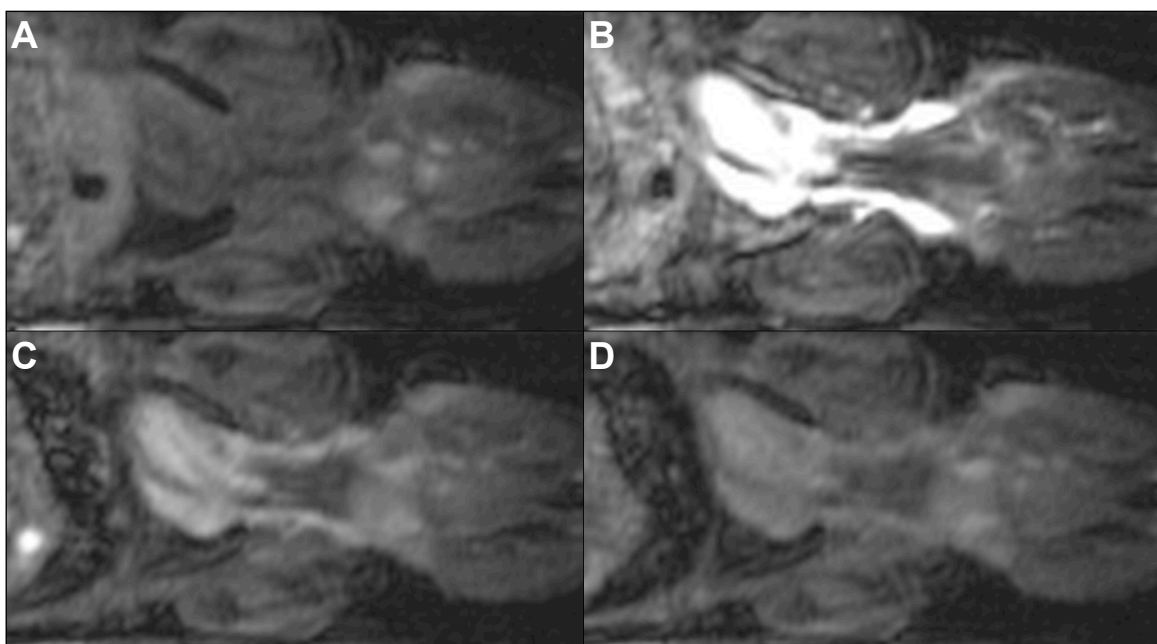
MRT-Bildgebung des Herzens einer Maus nach Injektion von AnxA5-VSOP. Coronale Schichtorientierung zu vier verschiedenen Zeitpunkten (exemplarisch) zur Bestimmung der Signalintensitätshalbwertszeit von AnxA5-VSOP. T1-gewichtete Messung vor Injektion der Sonde (A), 1 min (B), 30 min (C) und 60 min (D) nach Injektion.
